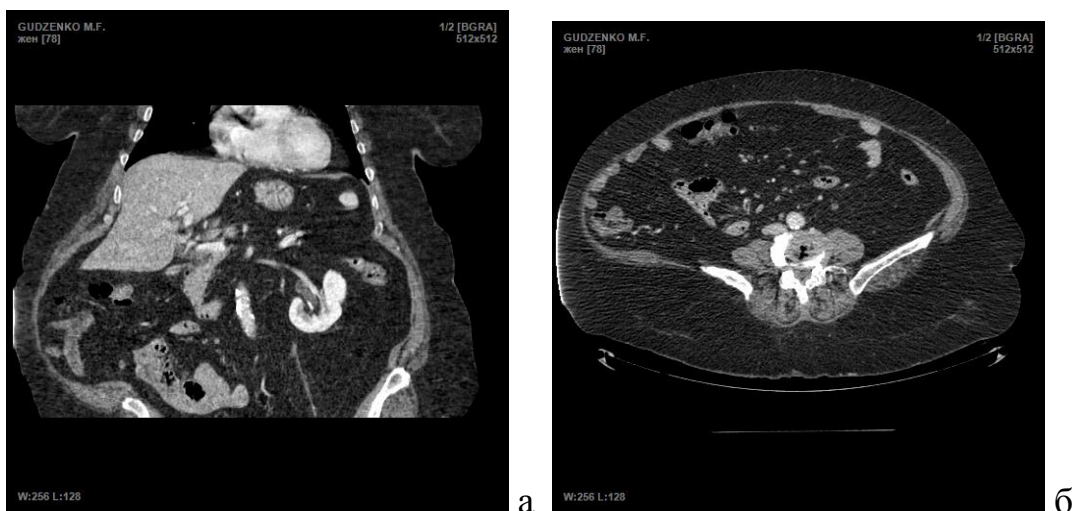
Фото КТ. Пацієнтка Г., 58 р.: а) релаксація м'язів бокової поверхні живота; б) відсутність діастазу ПМЖ.
